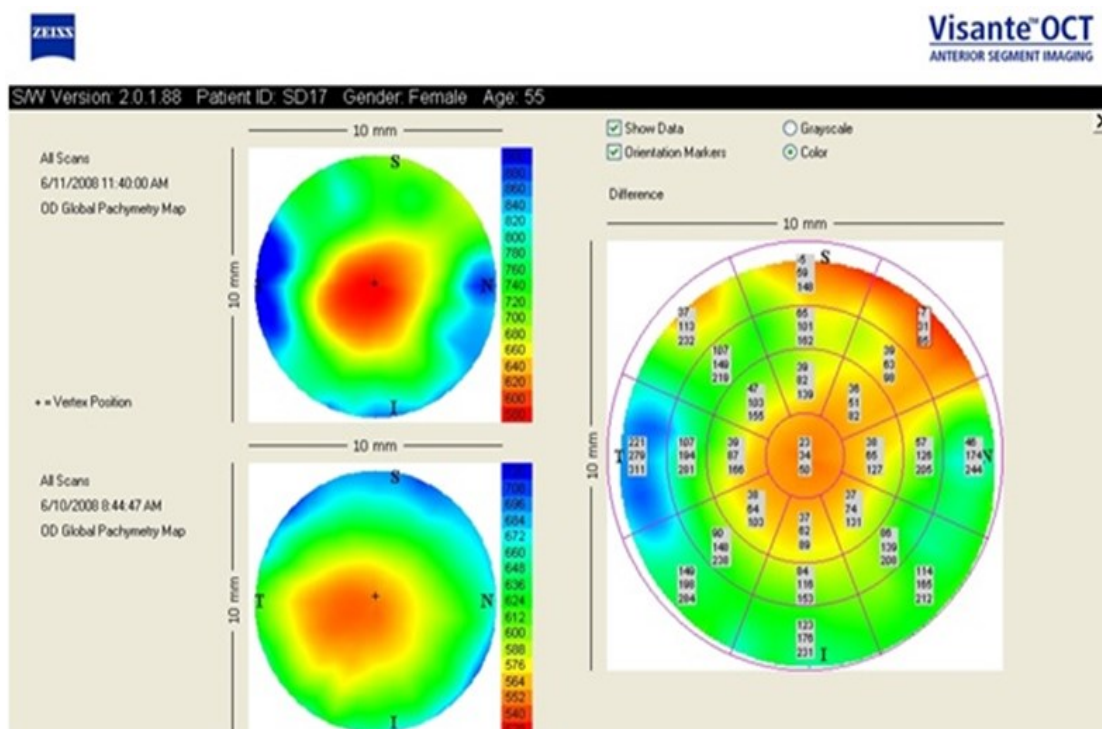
Протокол Pachymetry map у пацієнта М. за даними оптичного когерентного томографа Visante OCT.
